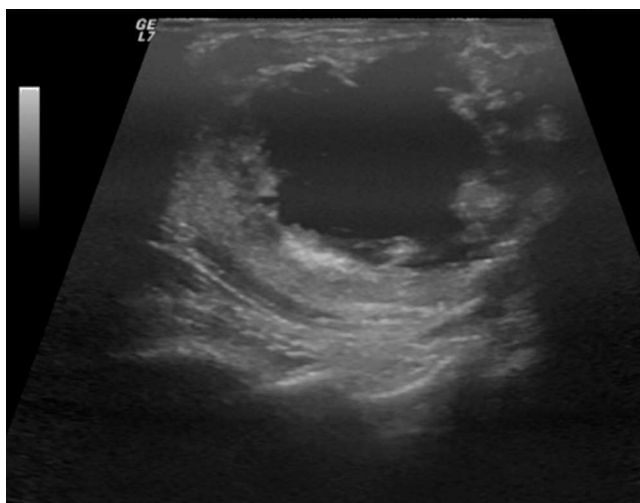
Ecografía de tejidos blandos en la que se observa nódulo con paredes gruesas y degeneración quística central en el brazo.
